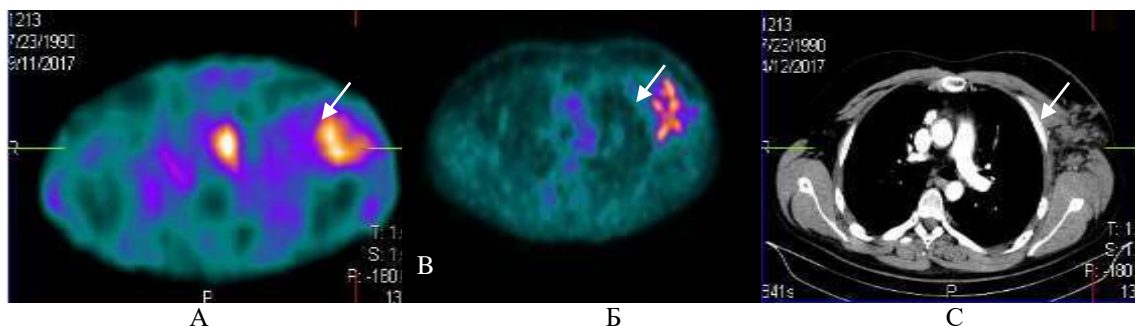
Визуализация пораженного аксиллярного лимфатического узла слева (стрелки) по данным ОФЭКТ с  $^{99m}\text{Tc}$ -ТГ (А), ПЭТ с  $^{18}\text{F}$ -ФДГ (В) и КТ (С).
